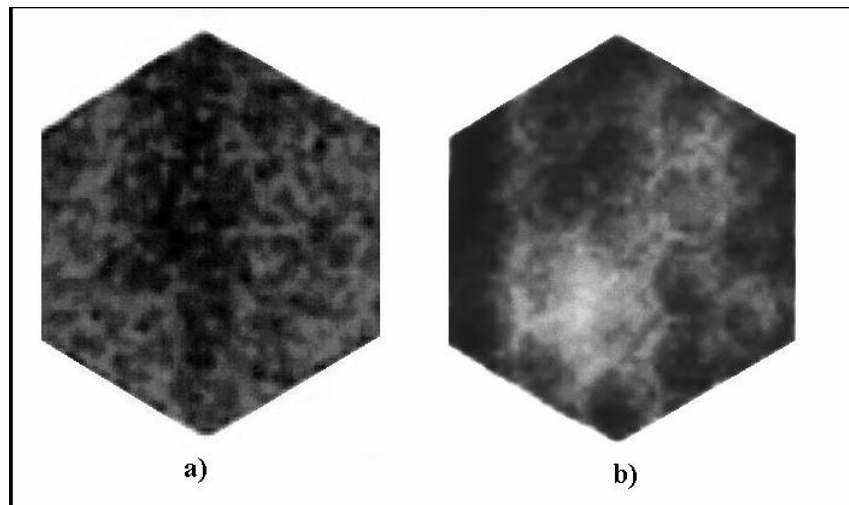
Imagens obtidas com sistema SPECT a) com boa uniformidade e b) com uniformidade inadequada.
